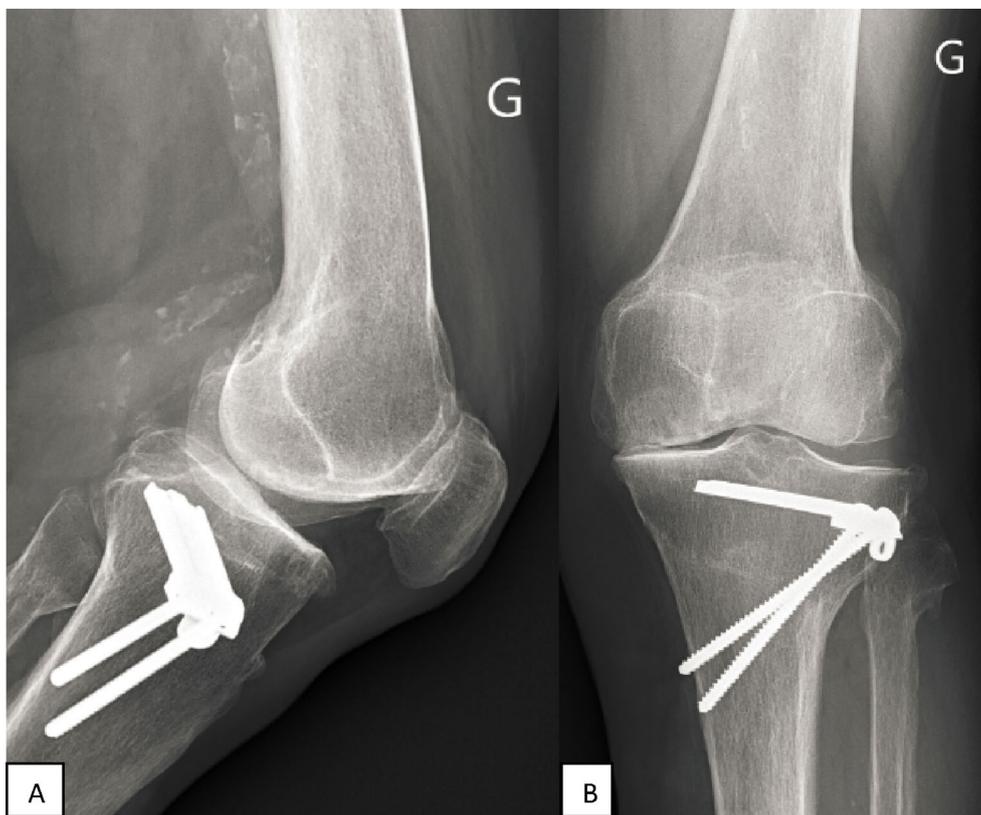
Radiographies post réduction de profil (A) et de face (B). Le genou n'est plus en hyperextension, la patella a regagné son emplacement normal, centré et en regard de la trochlée fémorale. Il n'est pas visualisé de fracture ostéophytique
